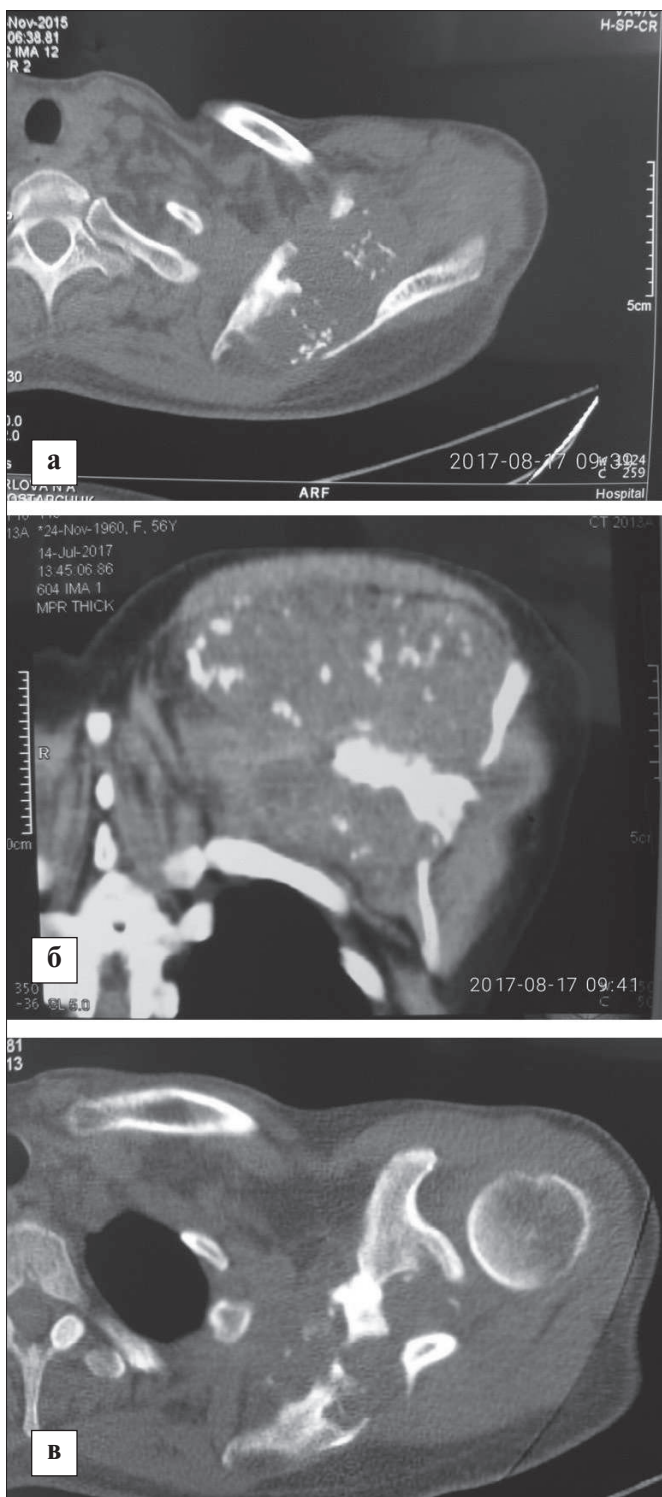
Фотовідбитки КТ хворої Г. з хондросаркомою лопатки.
